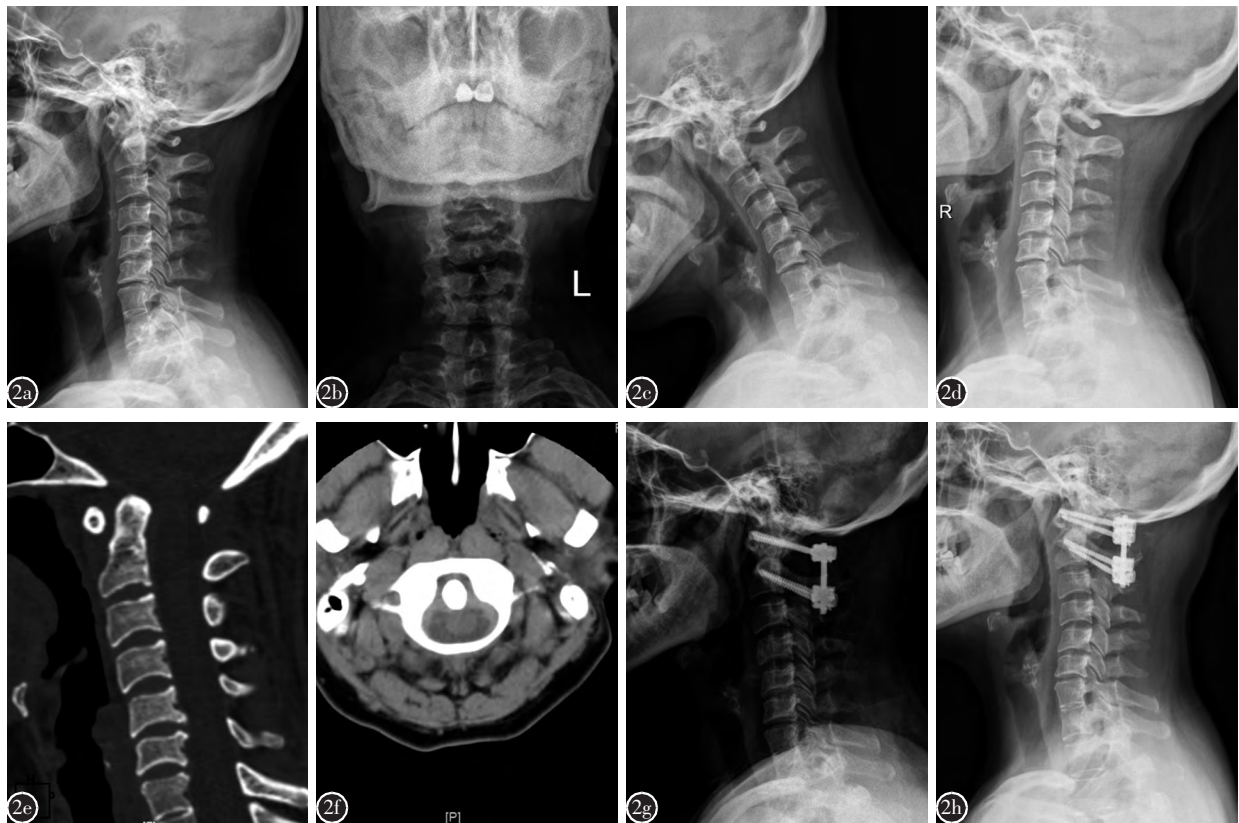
寰枢关节脱位型,女,51岁 a、b 术前颈椎侧位及开口位 X 线片,C2~C7 角为 8° c、d 术前颈椎过屈过伸动力位 X 线片示寰枢椎脱位,可自行部分复位 e、f 术前颈椎 CT 示寰枢椎脱位 g 术后 1 周 X 线片示脱位情况得到满意复位,C2~C7 角为 4° h 术后 7 个月 X 线片示下颈椎前凸曲度减小,C2~C7 角为 2°
